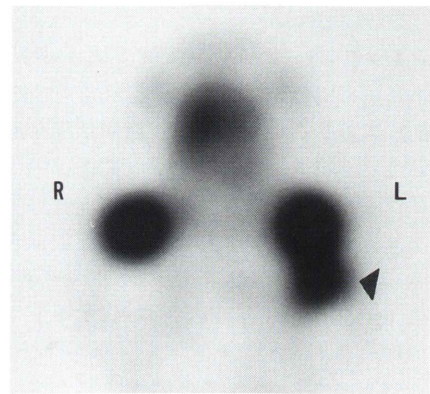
A 47-year old male with secondary hyperparathyroidism. Image obtained 10 minutes after injection of 325 MBq ^{99m}Tc -MIBI (A) shows obvious elongations of the right and left thyroid lobes not seen on the thyroid image (C). Three-hour delayed image (B) shows obvious intense foci in right and left upper poles of the thyroid as well as subtle accumulation in right and left lower poles. All the four enlarged glands were confirmed by sonography and CT.
